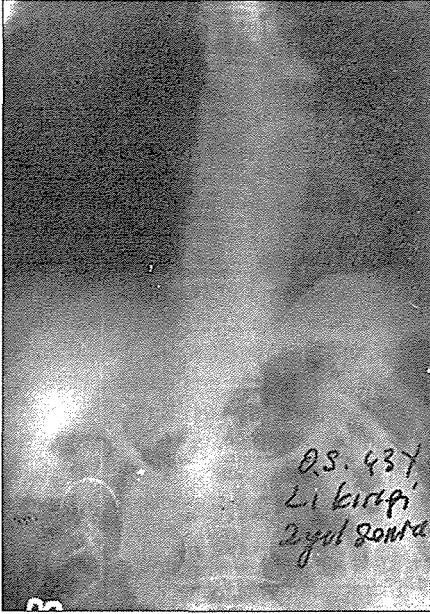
L, Kırığı (2 yıl sonraki BT'si)
